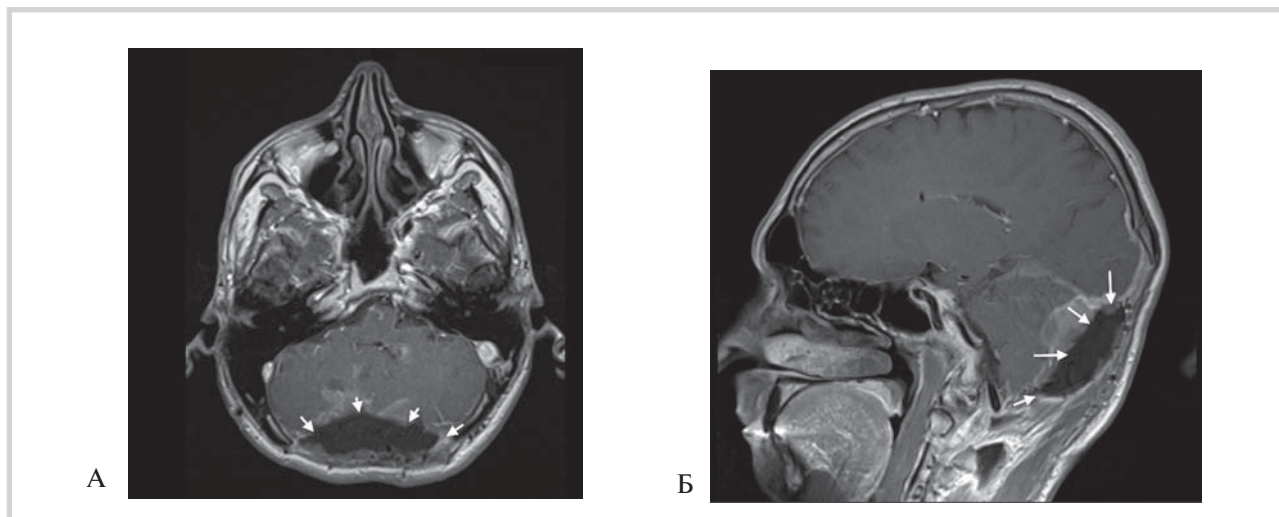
Магнитно-резонансная томограмма в режиме T2 с внутривенным контрастированием после основного этапа хирургического лечения: послеоперационные изменения задней черепной ямки, поперечный синус и синусный сток резецированы (стрелки). Опухоль удалена totally.
